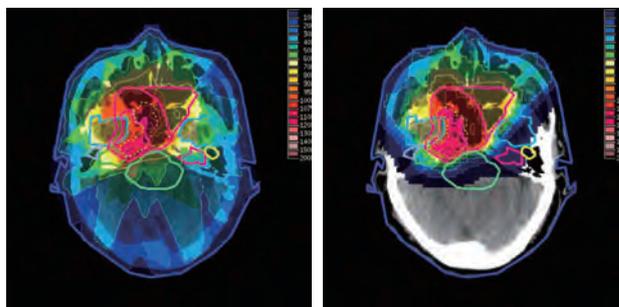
線量集中性の違い^[1] 左：X線、右：陽子線
